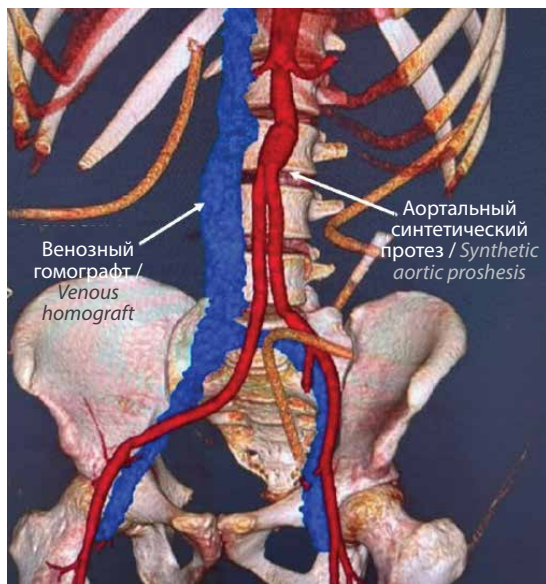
Мультиспиральная компьютерная томография после операции: 3D-модель протезов аорты и гомографта
